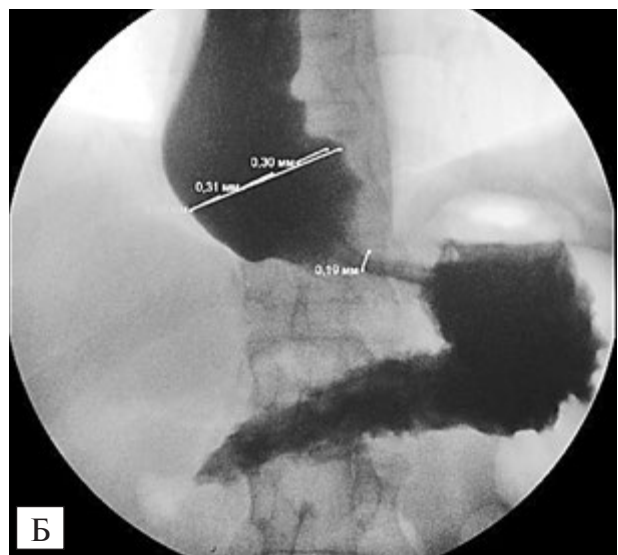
Ахалазія кардії 4-й стадії: А — ендоскопічна оцінка слизової оболонки пищевода; Б — рентгенографічна оцінка проходження контрасту по пищеводу
